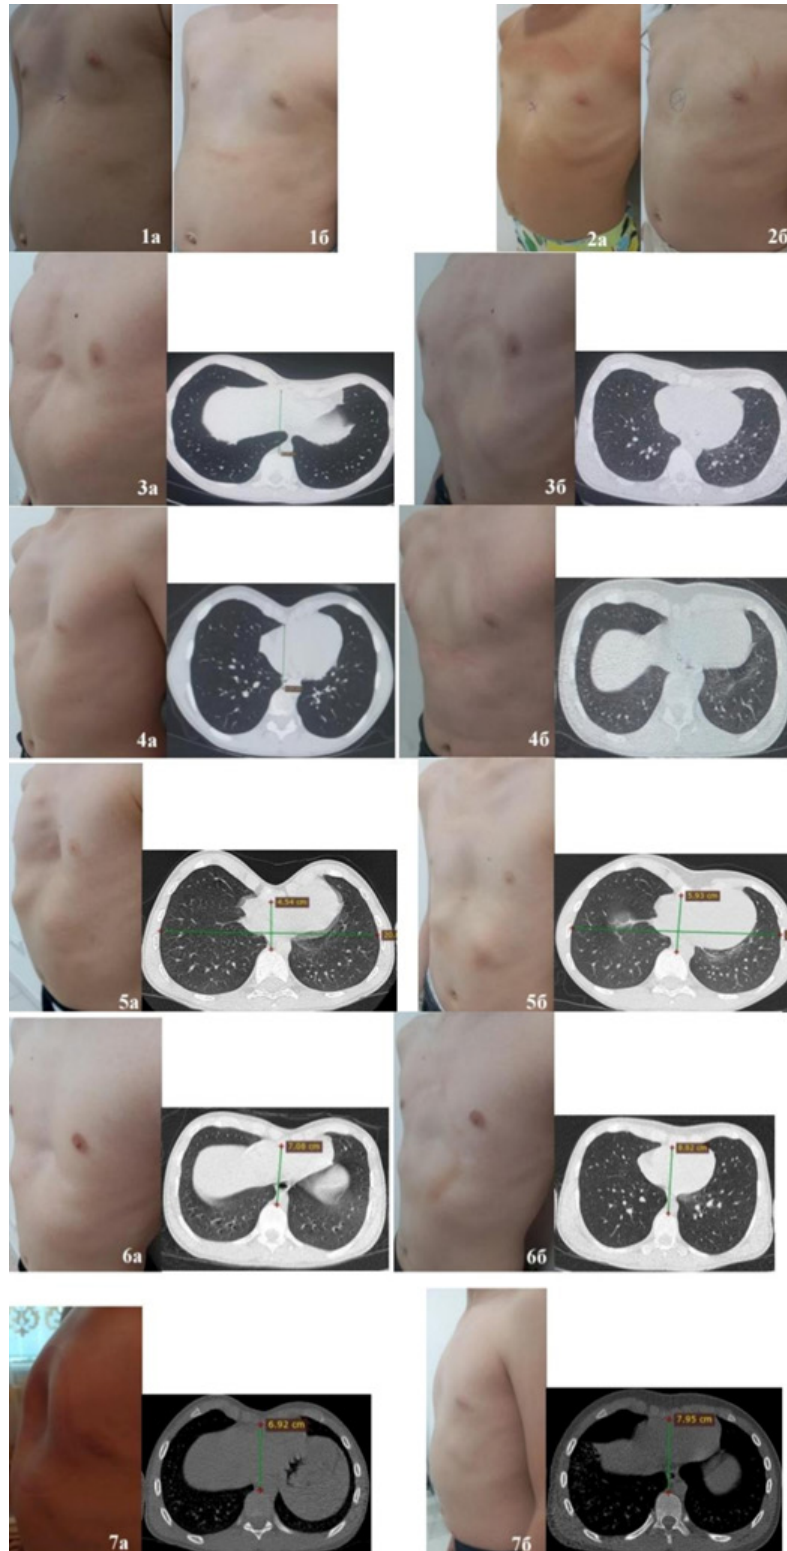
Промежуточные результаты консервативного лечения ВДГК: 1а – глубина деформации до лечения – 1,4 см, 1б – глубина деформации через 1 г. 2 мес. – 0,7 см; 2а – глубина деформации до лечения – 1,3 см, 2б – глубина деформации через 1 г. 7 мес. – 0,4 см; 3а – глубина деформации до лечения – 2,1 см с МСКТ, 3б – глубина деформации через 1 г. 2 мес. – 0,8 см с МСКТ; 4а – глубина деформации до лечения – 2,1 см с МСКТ, 4б – глубина деформации через 1 г. – 0,6 см с МСКТ; 5а – глубина деформации до лечения – 3,5 см с МСКТ, 5б – глубина деформации через 1 г. 7мес – 1,6 см с МСКТ; 6а – глубина деформации до лечения – 2,4 см с МСКТ, 6б – глубина деформации через 1 г. 5мес. – 1,0 см с МСКТ; 7а – глубина деформации до лечения – 2,0 см с МСКТ, 7б – глубина деформации через 1 г. 8 мес. – 0,5 см с МСКТ
